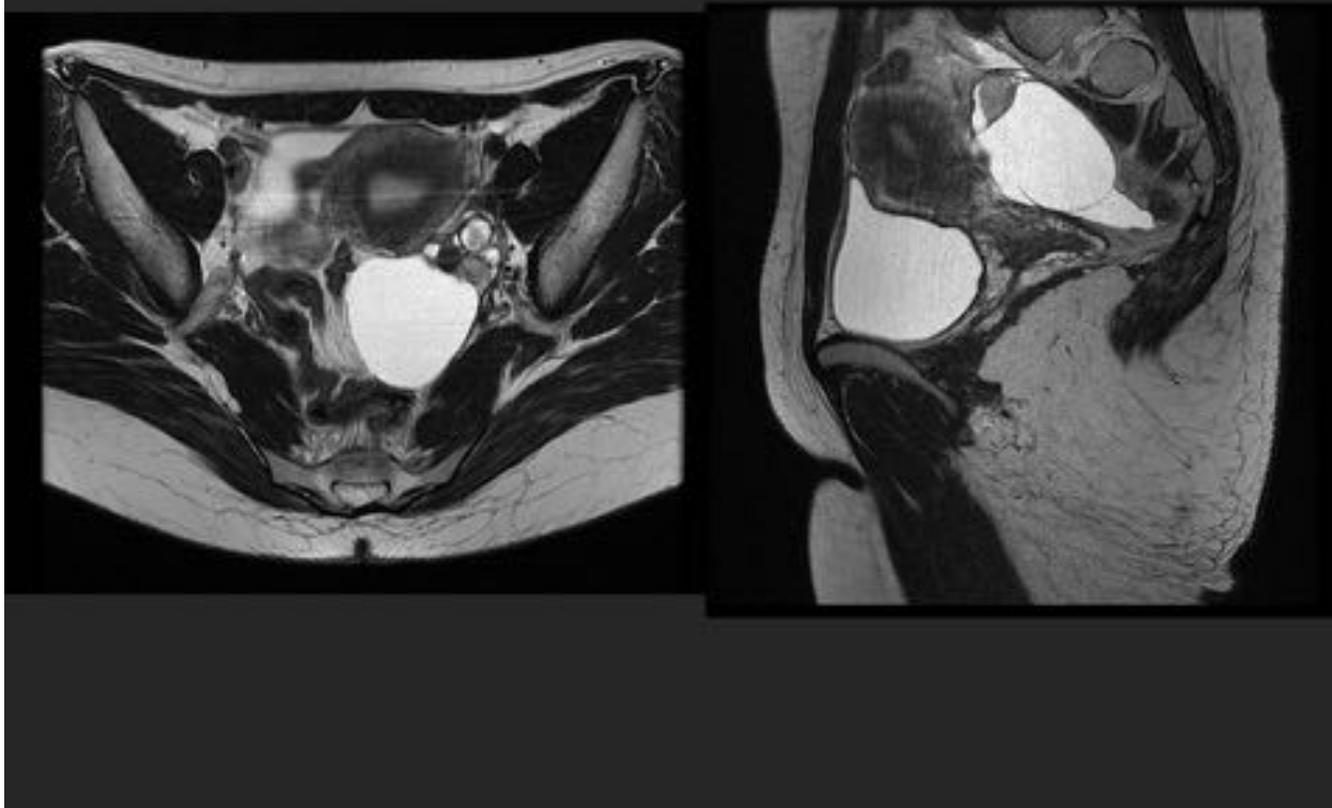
Caso 2: mujer de 35 años, con dolor pélvico secundario a endometriomas. Se realiza RM, donde se visualiza un quiste paraovárico izquierdo de 5 cm, ya visible en ecografía transvaginal.
